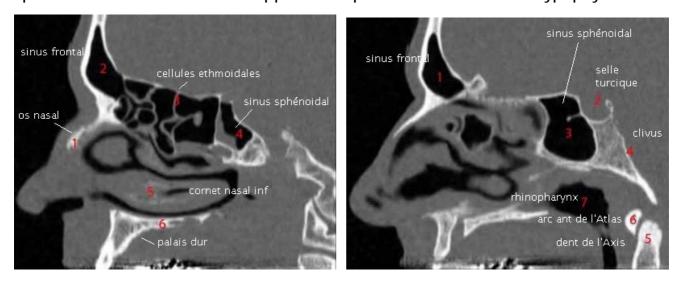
Reconstructions sagittales des TDM du massif facial [21]
